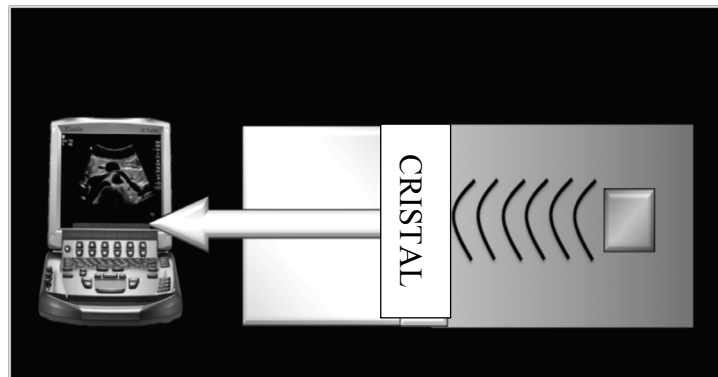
Digitalización de la señal ultrasonográfica
